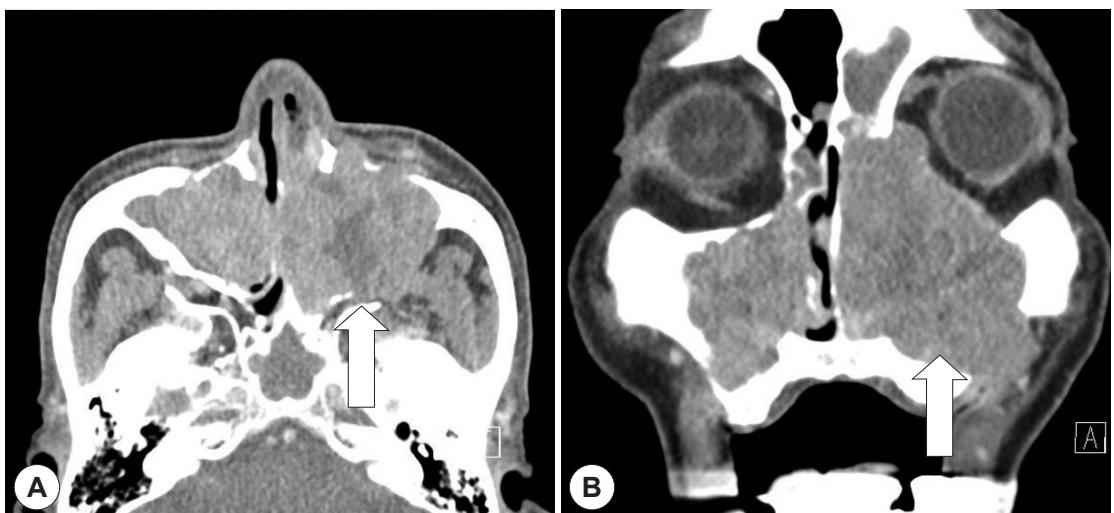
Contrast enhanced CT image showing a large enhanced mass which invades bony structure and surrounding soft tissue (A: axial view, B: coronal view).
